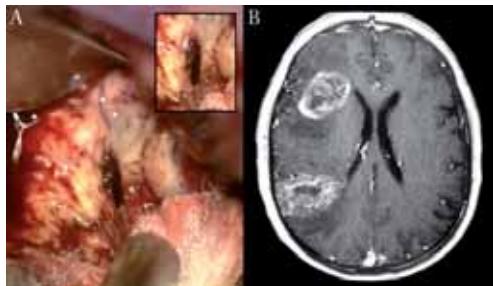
(A) Imagen intraoperatoria obtenida durante la extirpación de un glioblastoma. Se puede observar una evidente trombosis vascular (destacada en el recuadro). (B) Glioblastoma multicéntrico. Imagen de RM que muestra dos masas aparentemente independientes en el hemisferio cerebral derecho. Se ha sugerido que la *verdadera célula madre tumoral* yace en el área germinal subependimaria, y desde allí, envía incesantemente células con propiedades invasivas hacia la periferia.
